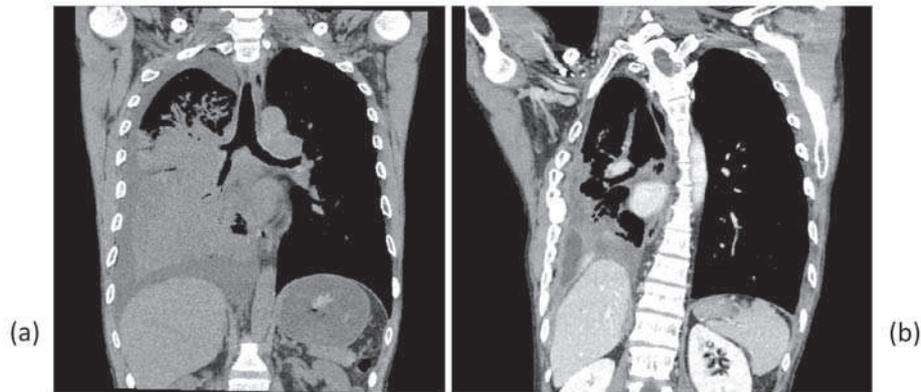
30代男性。(a)初診時 CT 冠状断再構成像。(b)3年後 CT 冠状断再構成像。(本文参照)
